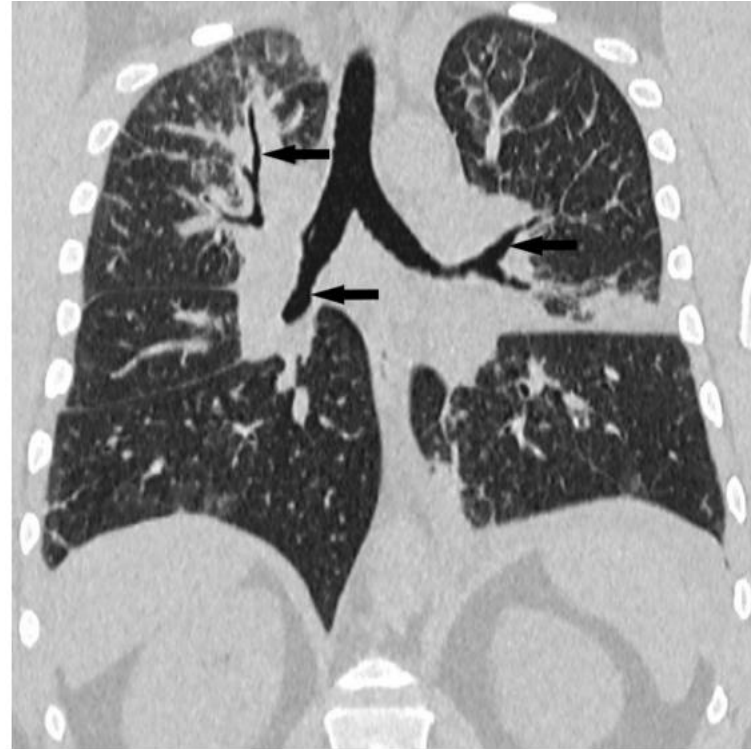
High resolution CT coronal view showing smooth interlobular septal thickening (arrows).
